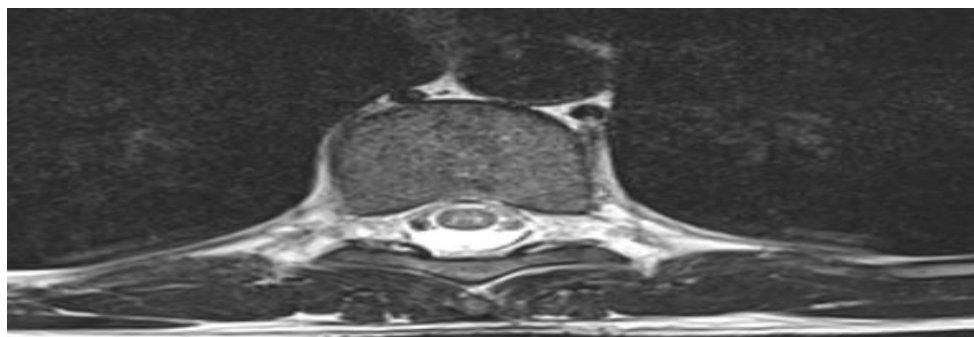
IRM en coupe axiale de la moelle dorsale un hypersignal T2 limitée à la substance grise formant un signe de H.
